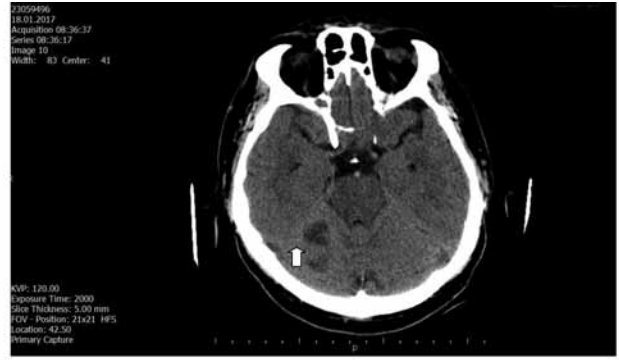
CT scan of the brain showed that hipodensities consisted with right posterior inferior cerebellar artery(PICA) tertiary infarct.
